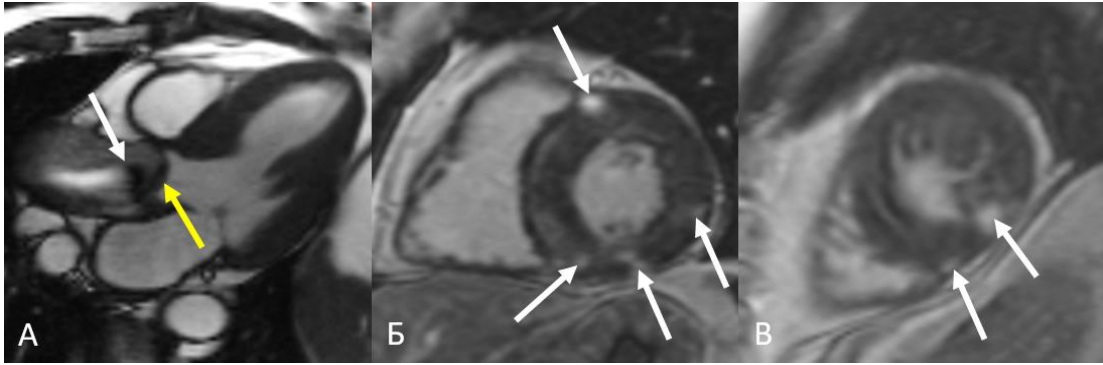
МРТ сердца. А (кино-МРТ, трехкамерная проекция) – в устье аорты отмечается турбулентный поток крови (белая стрелка), определяющийся за уплотненными створками аортального клапана (желтая стрелка). Б,В (отсроченное контрастирование, последовательность Inversion Recovery, короткая ось ЛЖ) – участки отсроченного контрастирования в различных сегментах миокарда (стрелки)
